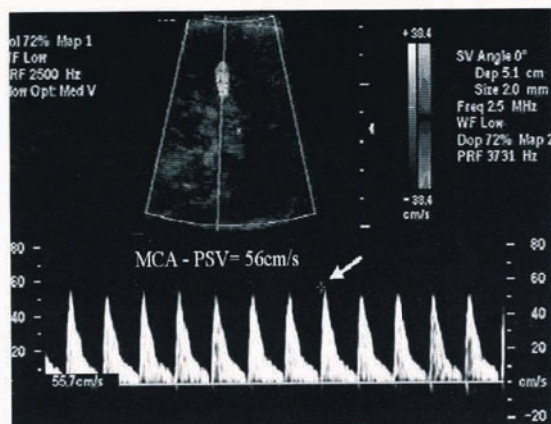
胎児中大脳動脈収縮期最大血流速度の計測中大脳動脈の走行と超音波ビームのなす角度が出来るだけ0度のなるようにする。正確な値を得るには、胎動や呼吸様運動の影響を排除することも必要。
